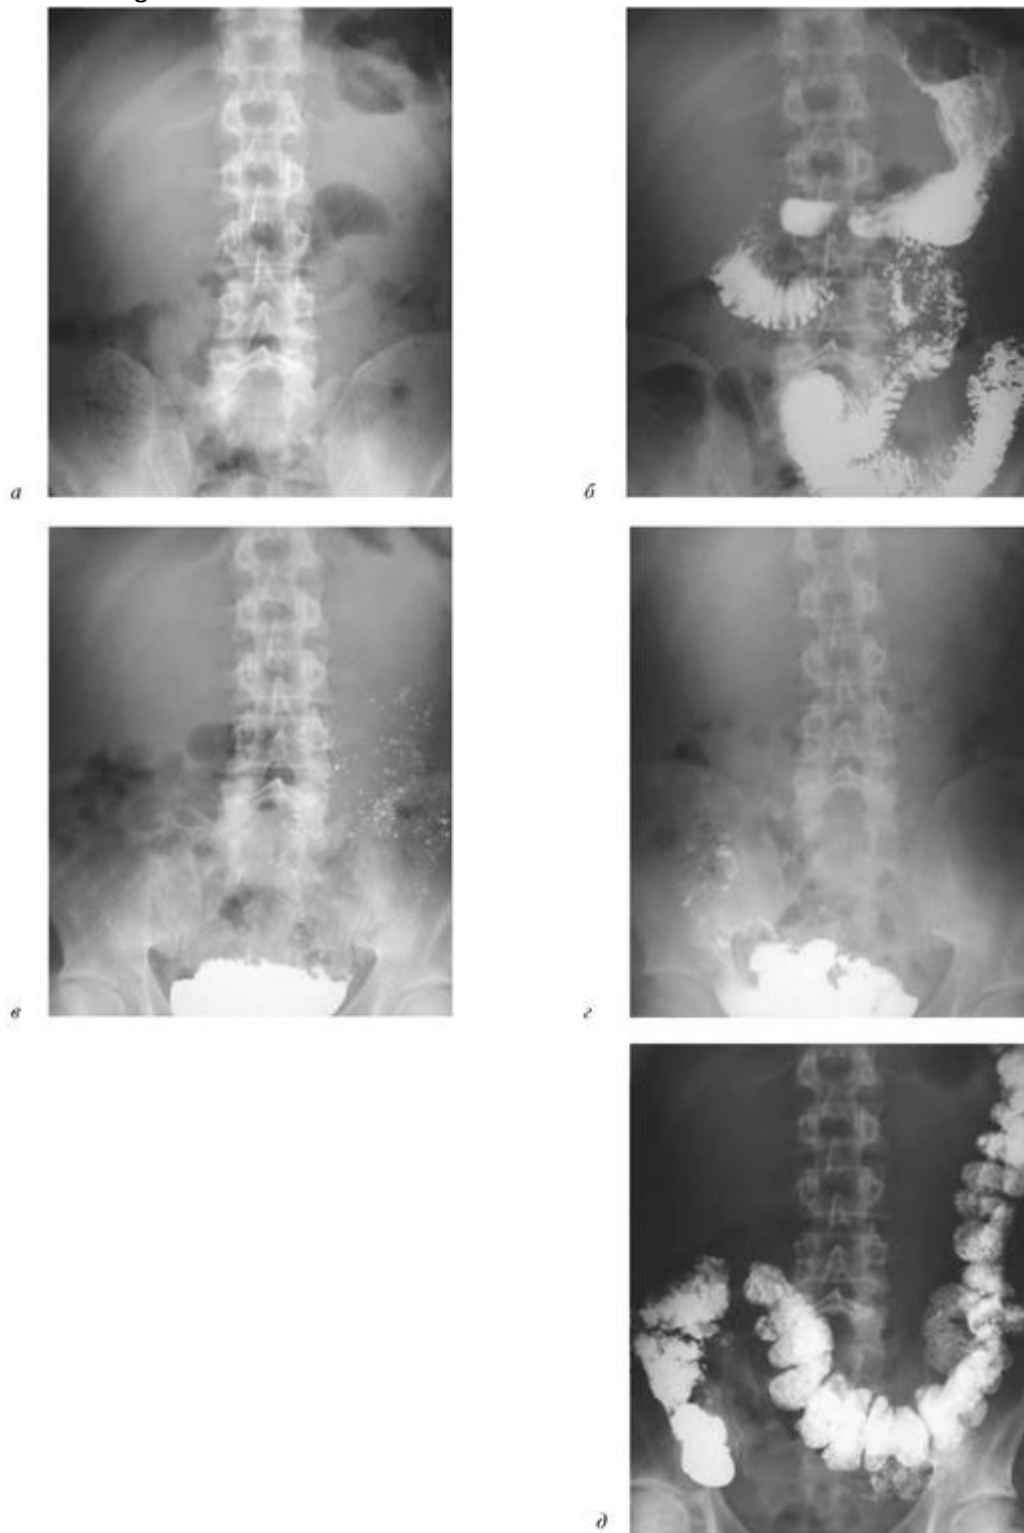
Пасса́ж бария по кишечнику физиологический: *a* - обзорная рентгенография брюшной полости в прямой проекции стоя; *б* - обзорные рентгенограммы брюшной полости при пасса́же бария по кишечнику через 1 час; *в* - через 3 часа; *г* - через 6 часов; *д* - через 12 часов
